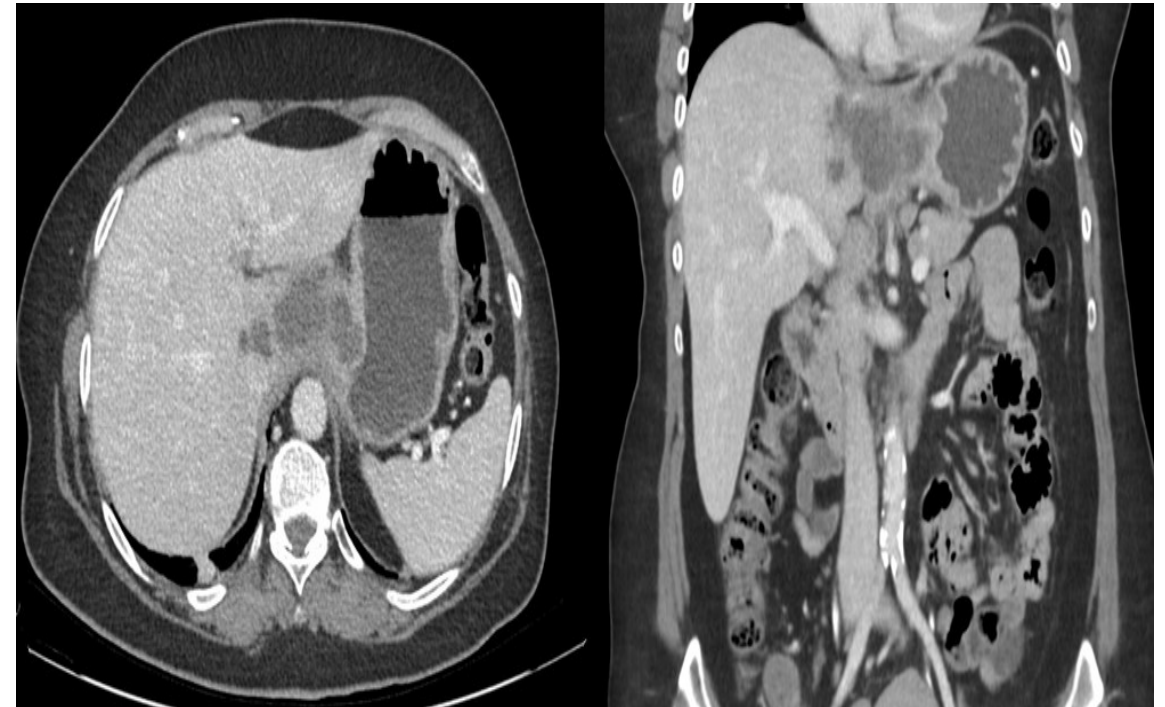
TBC simulando masa gástrica en TC. Importante considerar el contexto clínico-epidemiológico e integrar con pruebas específicas (ADA, biopsia peritoneal).
